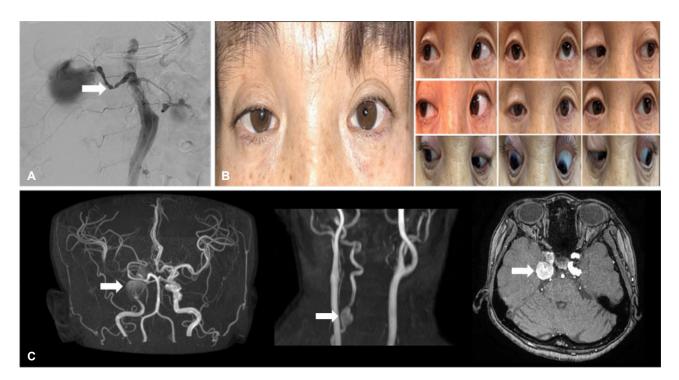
(A) Renal artery angiography showed stenotic lesion (string of beads sign) of the right renal artery (arrow). (B) Note the right upper eyelid ptosis and pupil dilatation. Nine positions of gaze. There is limitation of elevation of the right eye. (C) MRA showed aneurysms in the intra-cavernous part of both internal carotid artery and right vertebral artery (arrow). Axial T1-enhanced image showed aneurysms on cavernous sinus (arrow). MRA; magnetic resonance angiography.
